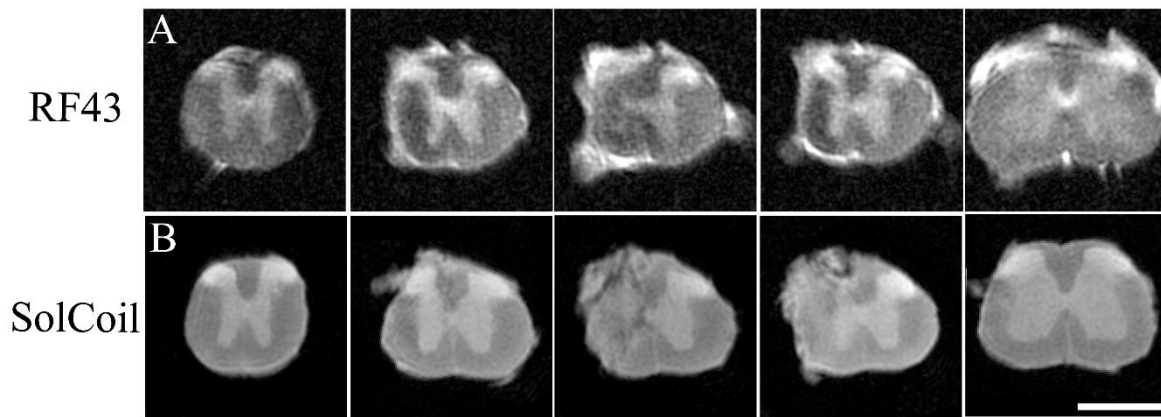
IRM acquises sur l'axe rostro-caudal avec l'antenne commerciale RF43 (A) et avec l'antenne dédiée « SolCoil » (B). Echelle : 1.5mm.
